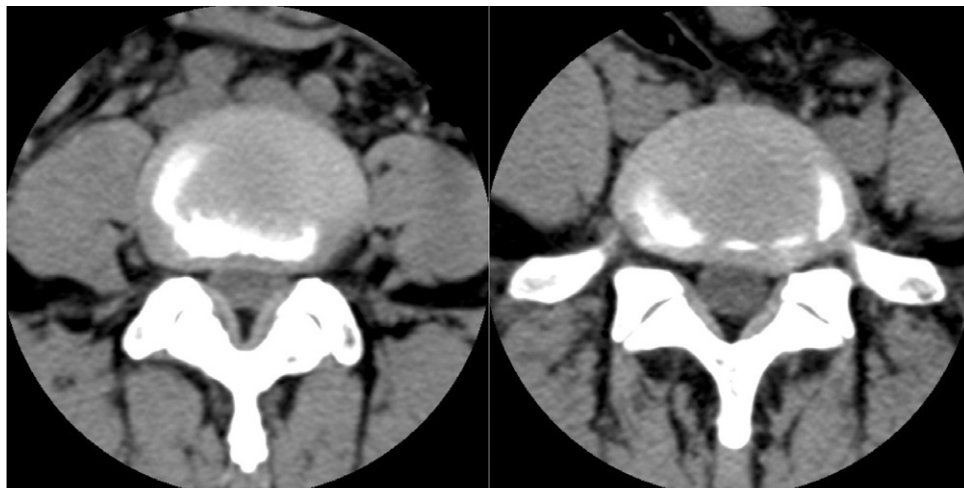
L-spine CT(L4/5,L5/S1).
